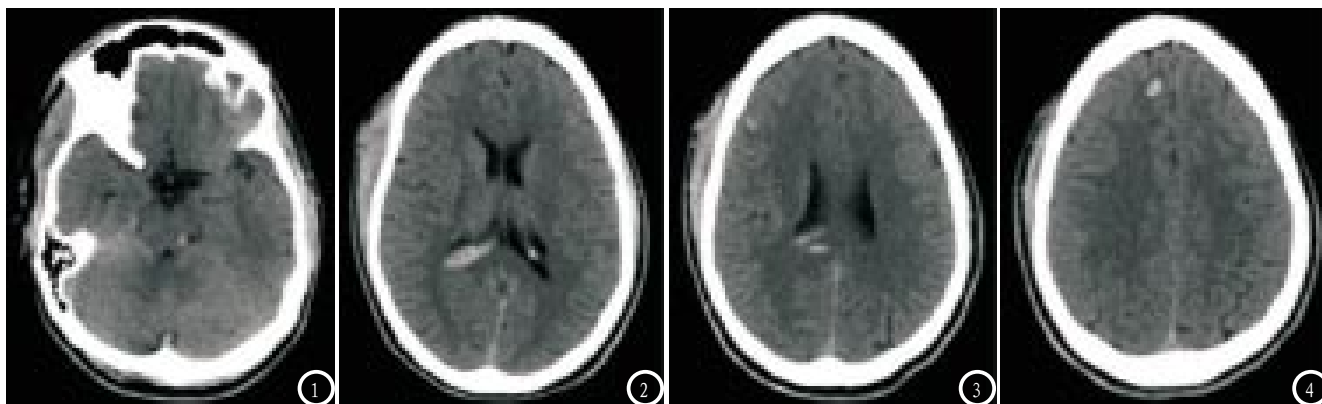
患者男, 26岁, 步行时被汽车碰撞, 意识丧失, 弥漫性轴索损伤脑实质内出血。CT扫描示右侧额顶部软组织肿胀, 脑内多发高密度灶, 右额顶叶脑白质和灰白质交界处为著; 左侧脑干见一高密度灶, 累及左侧小脑脚。胼胝体压部见一高密度灶, 累及脑室。
